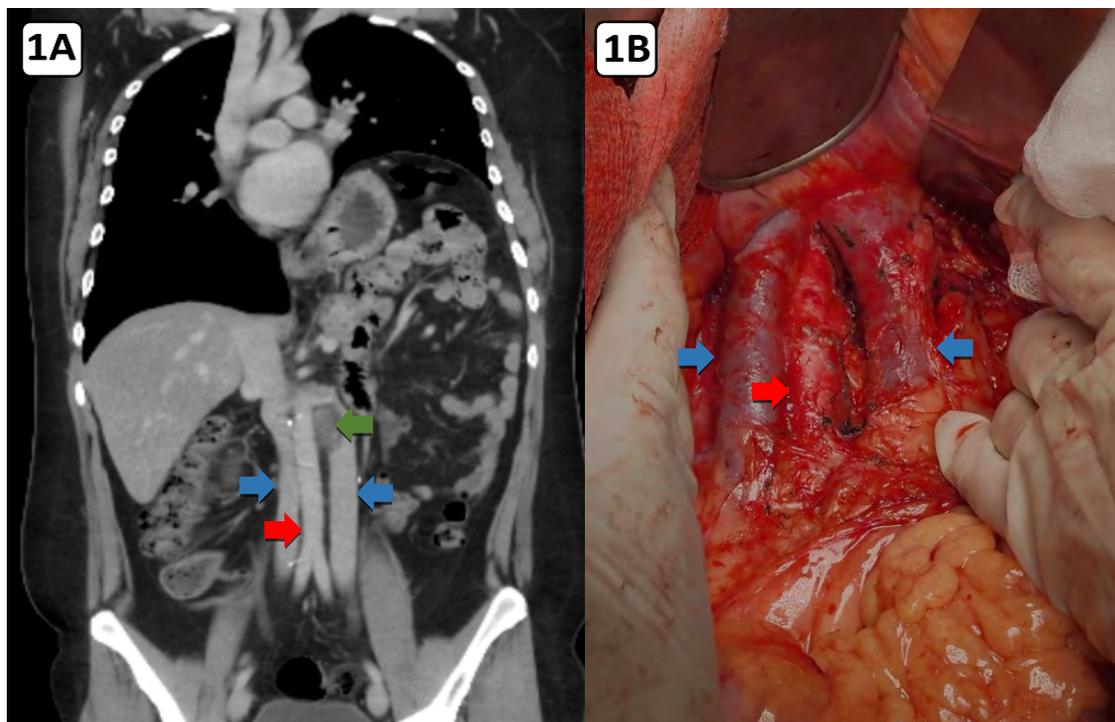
Corte coronal de tomografía abdominal, donde se observa tumor retroperitoneal (flecha verde), doble vena cava inferior (flecha azul) y arteria aorta (flecha roja). Figura 1B. fotografía de cirugía donde se observa doble vena cava inferior (flecha azul) y aorta abdominal (flecha roja).
